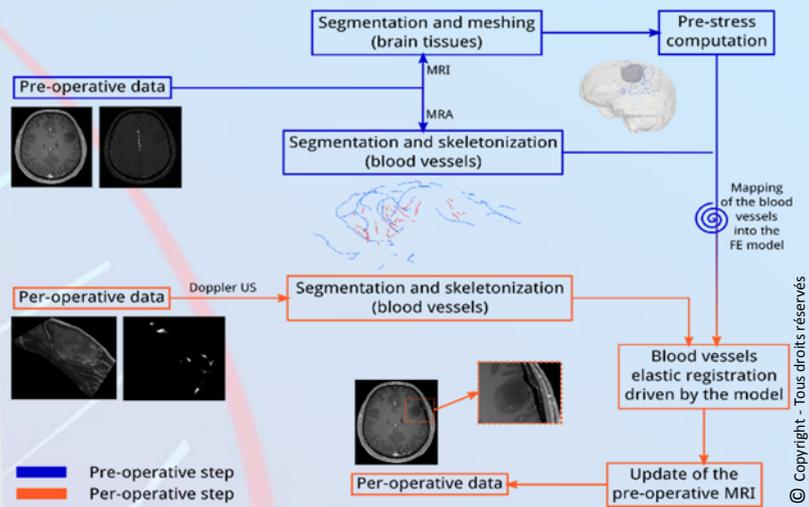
Principales étapes pour la mise à jour des images IRM pré-opératoires pour compenser le « brain shift ». Les déformations sont simulées avec un modèle biomécanique à partir des images ultrasons per-opératoires.
